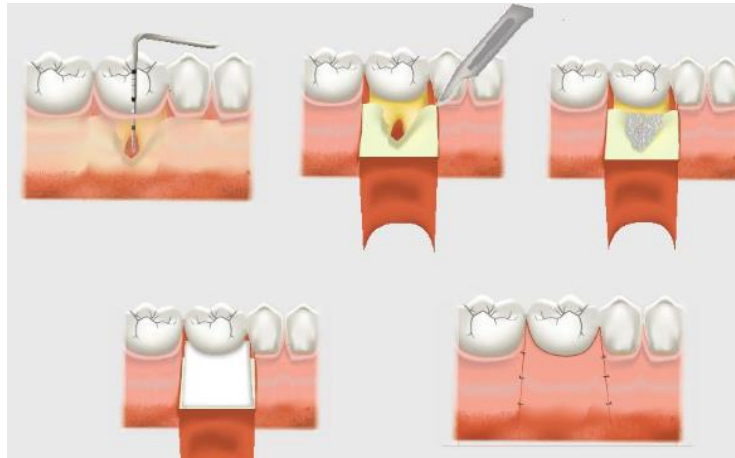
Tratamiento mediante RTG.²
